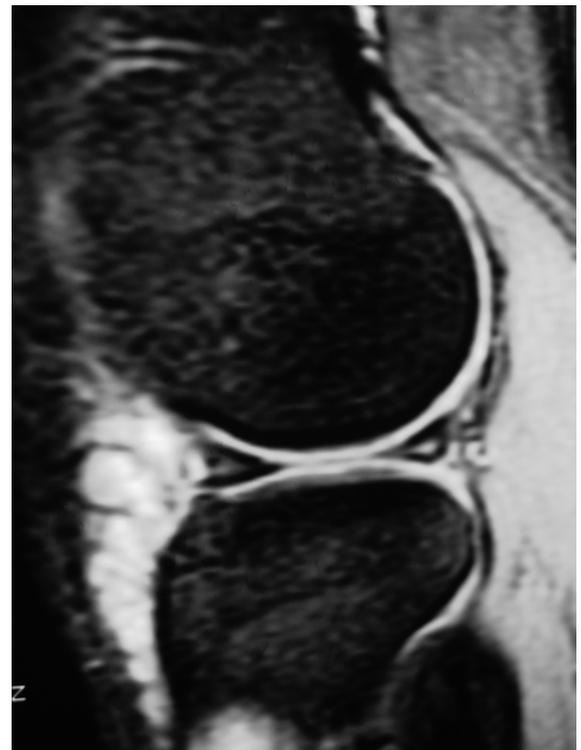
Proyección sagital de la RM en la que se observa una rotura del cuerno anterior y posterior del menisco externo con un quiste sinovial en la cámara anterior de la rodilla.
